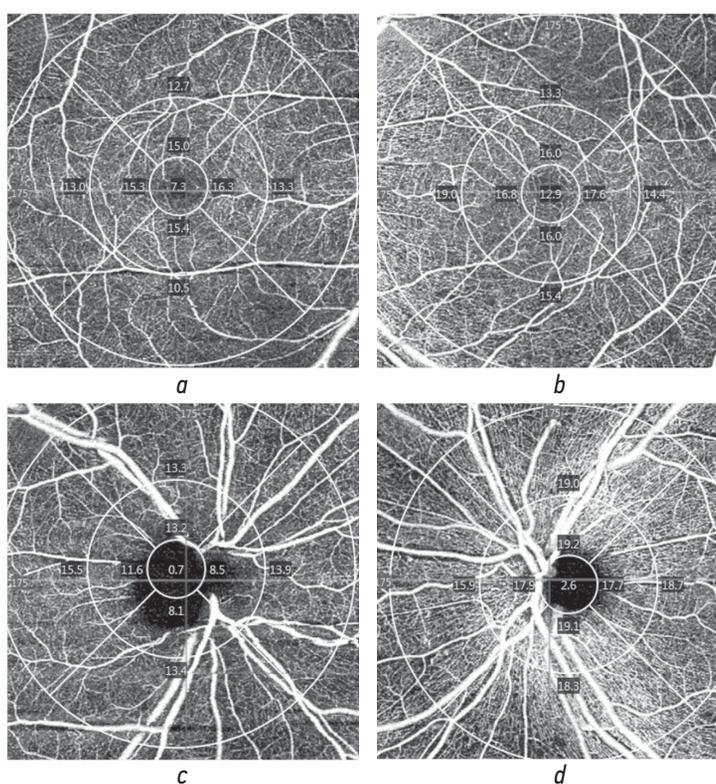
Данные оптической когерентной томографии в ангиорежиме пациента через 6 мес. после первого осмотра. Показатели сосудистой плотности ($\text{мм}/\text{мм}^2$) поверхностного сосудистого сплетения в макулярной зоне правого (а) и левого (б) глаз и показатели сосудистой плотности парапапиллярного сплетения правого (с) и левого (д) глаз. Отмечается снижение сосудистой плотности во всех участках измерения на стороне поражения
